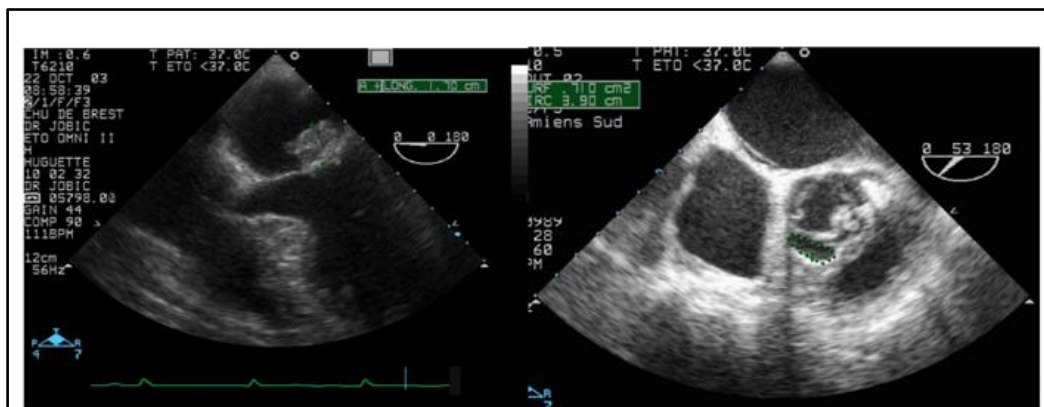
Images d'échocardiographie trans-œsophagienne d'EI
